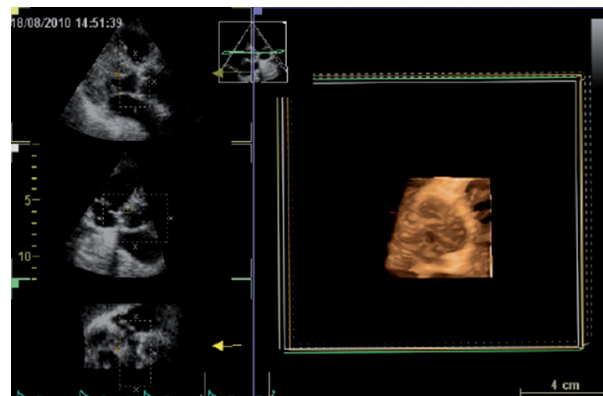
Évaluation de la valve aortique par échocardiographie 3D.
